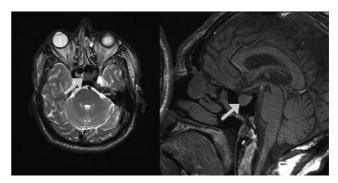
МРТ картина эндоселлярной опухоли гипофиза
